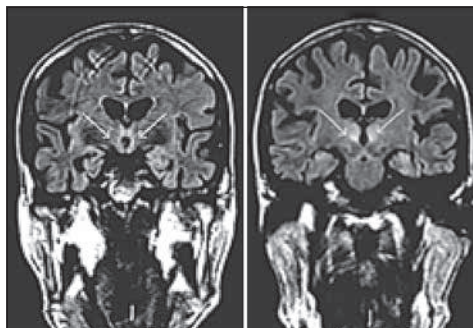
RMN psicosi Korsakoff.
